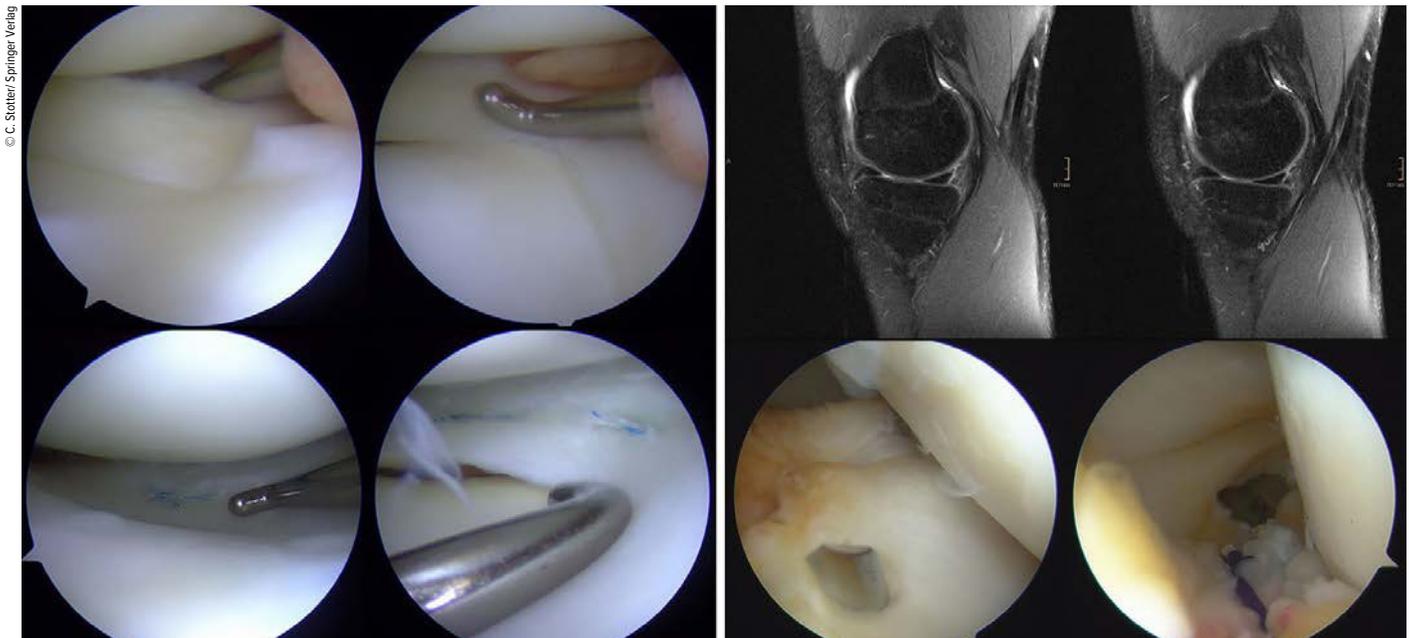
Arthroskopische Bilder einer basisnahen Vertikalruptur am Außenmeniskushinterhorn bei einem 14-jährigen Patienten mit VKB-Ruptur, Refixation mit 2 All-inside-Nähten (links); MRT und arthroskopische Bilder einer medialen Rampenläsion, assoziiert mit einer VKB-Ruptur bei einem 16-jährigen Patienten, die Naht erfolgt über ein posteromediales Portal (aus Reuter und Stotter 2022)⁴⁵
